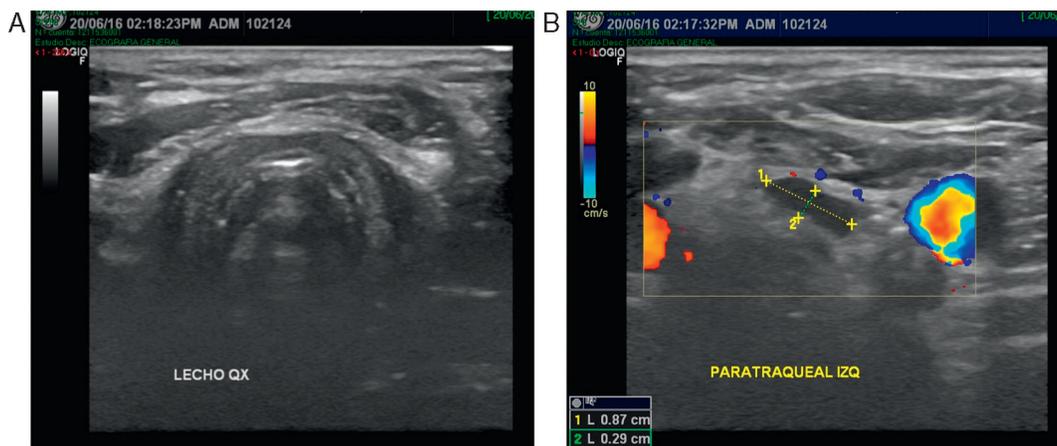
Ecografía prequirúrgica: A. Lecho tiroideo sin evidencia de lesiones sospechosas. B. Lesión paratraqueal izquierda del nivel vi.
